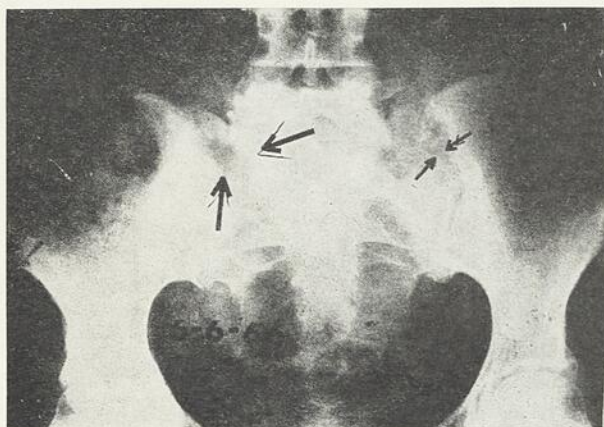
Radiographie du bassin, le 6 juin 1966.
